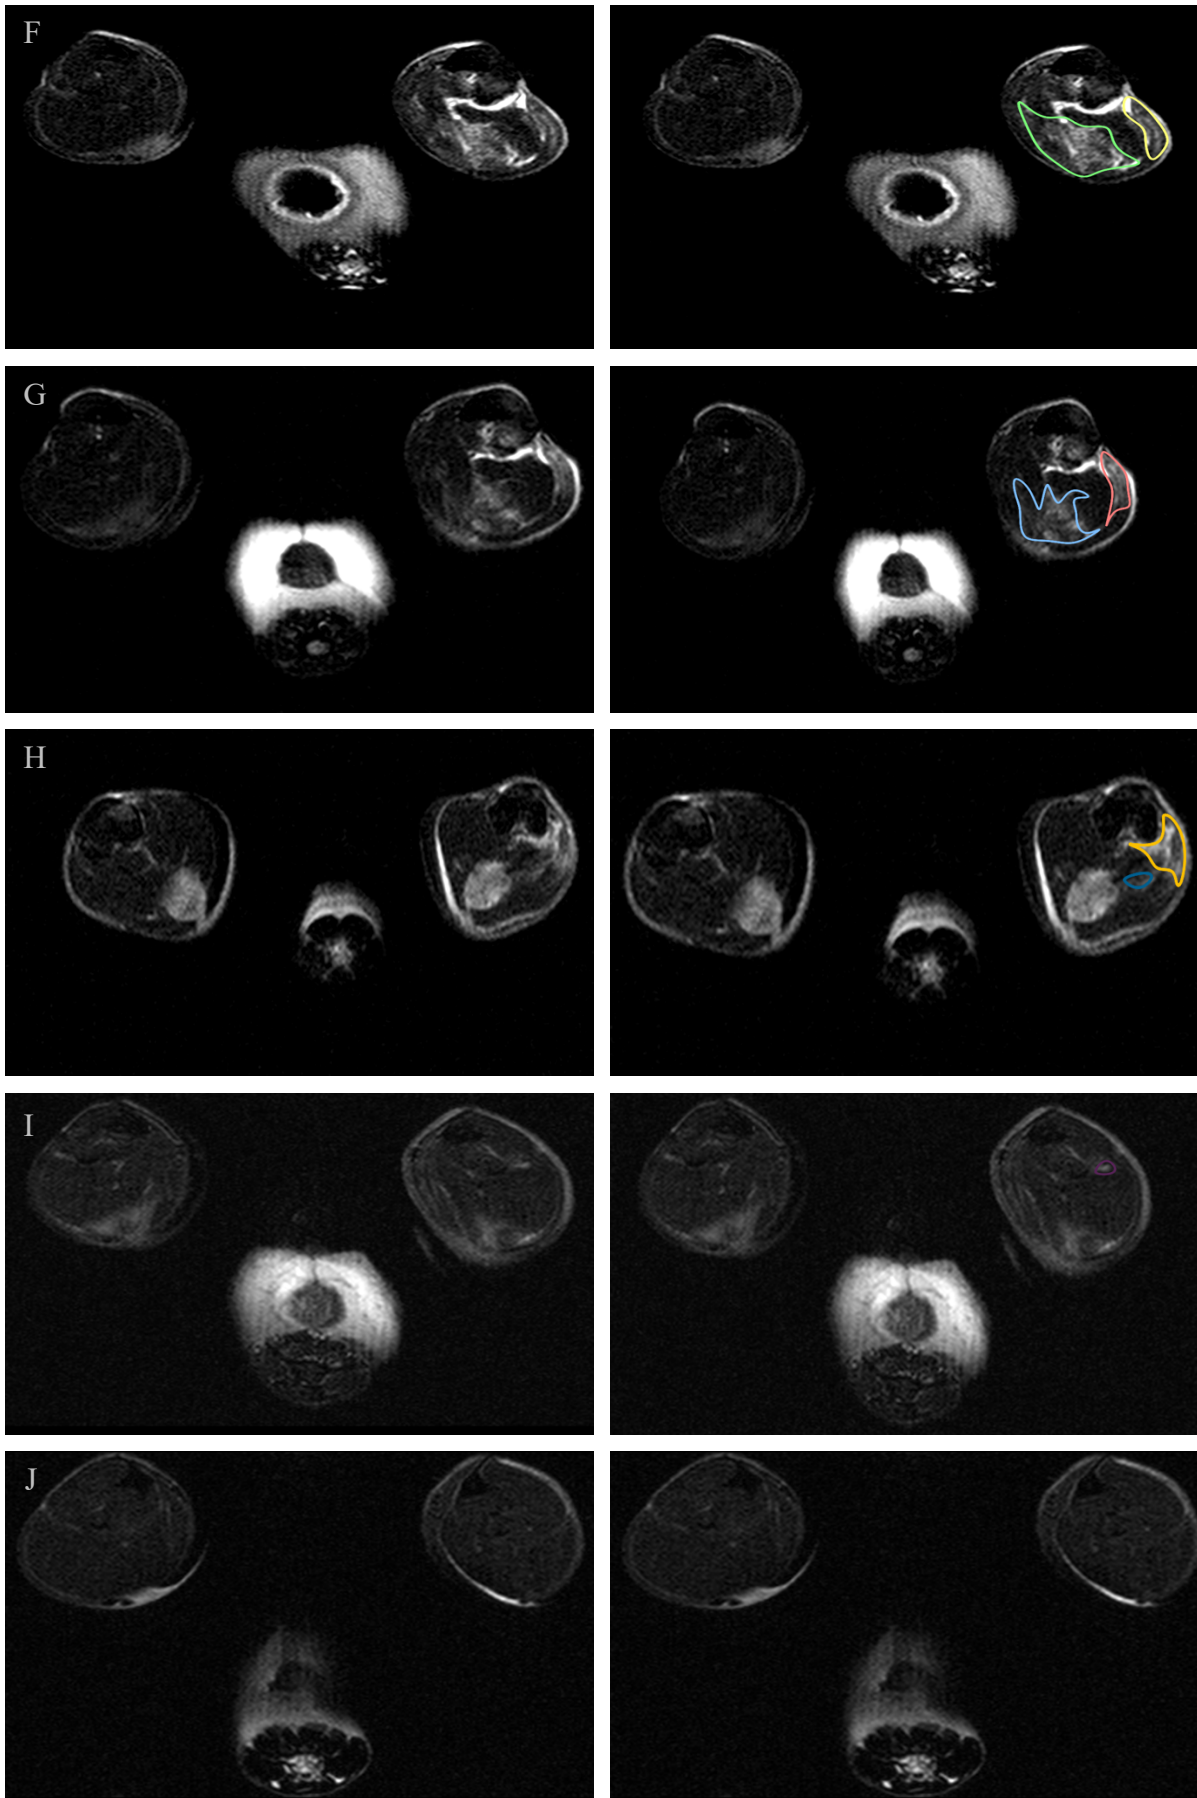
Axiales MRT-Bild der Kontrollgruppe (A-E) und Interventionsgruppe (F-J) jeweils am Operationstag (A und F) sowie Kontrolltag mit einer Standzeit von d=1 (B und G), d=3 (C und H), d=7 (D und I) und d=14 (E und J). Im rechten Bildbereich sind die hyperintensiven ROI's markiert, bei denen die Kontusionsstelle zu erkennen ist
